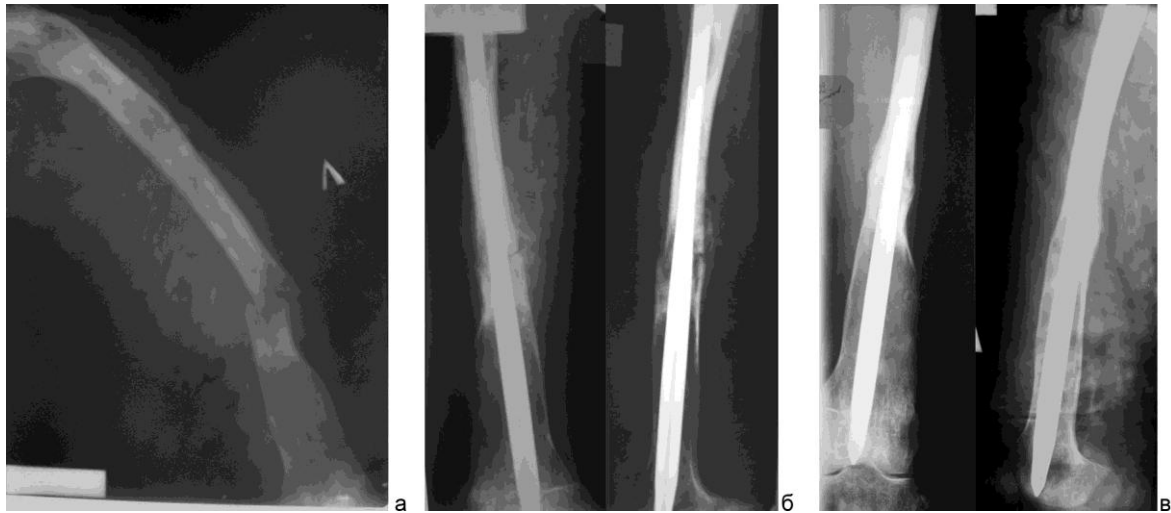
Рентгенограммы больного П.: а – при поступлении; б – через 2 месяца после операции; в – через 6 месяцев после операции
